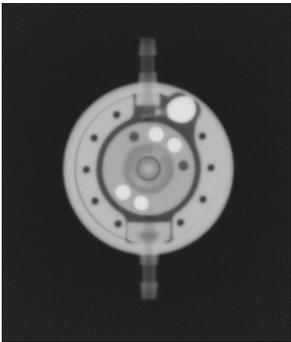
Radiographie (unité gravitationnelle ajustable, réglée sur 20 cmH<sub>2</sub>O)
